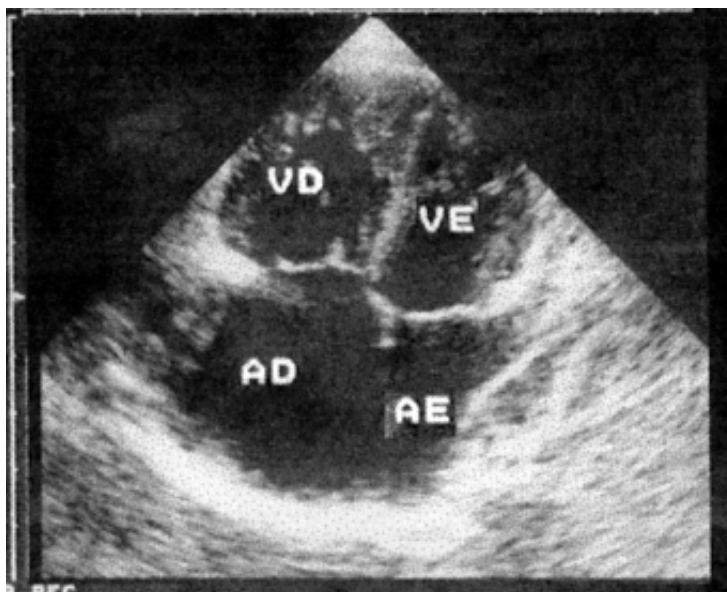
Ecocardiograma no corte apical quatro câmaras mostrando uma CIA do tipo *ostium secundum*.
